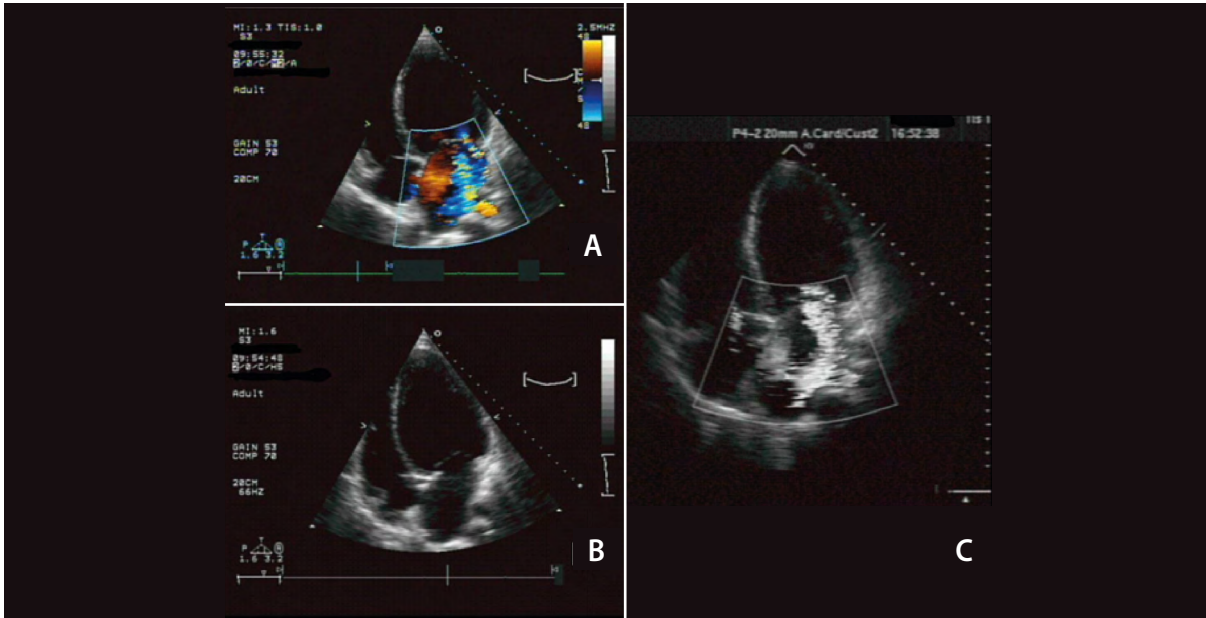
Ecocardiogramas do mesmo paciente portador de DMB, com intervalo de dois anos. É demonstrado no plano 4 câmaras do coração (sendo A e B o primeiro exame) hiperfrotia excêntrica, com disfunção ventricular esquerda, acentuada dilatação ventricular que progrediu no segundo exame (C) e insuficiência mitral importante.
